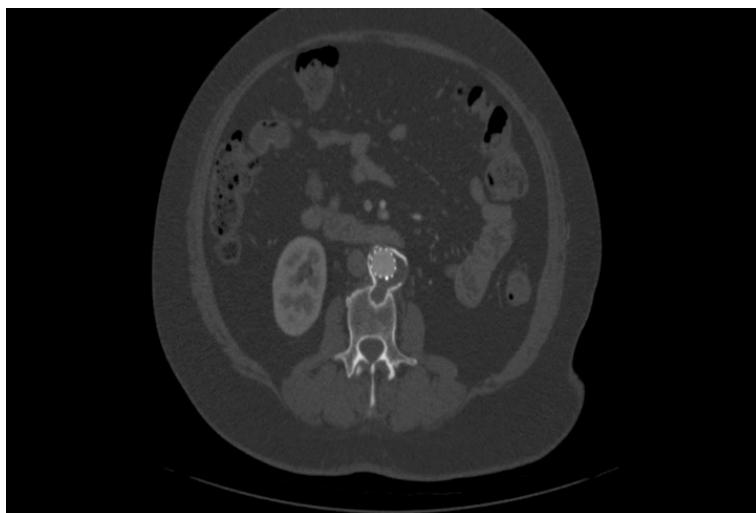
Postoperative axial angiotomography showing endoprostheses within the aneurysm sac, excluding it, with no evidence of endoleaks.
